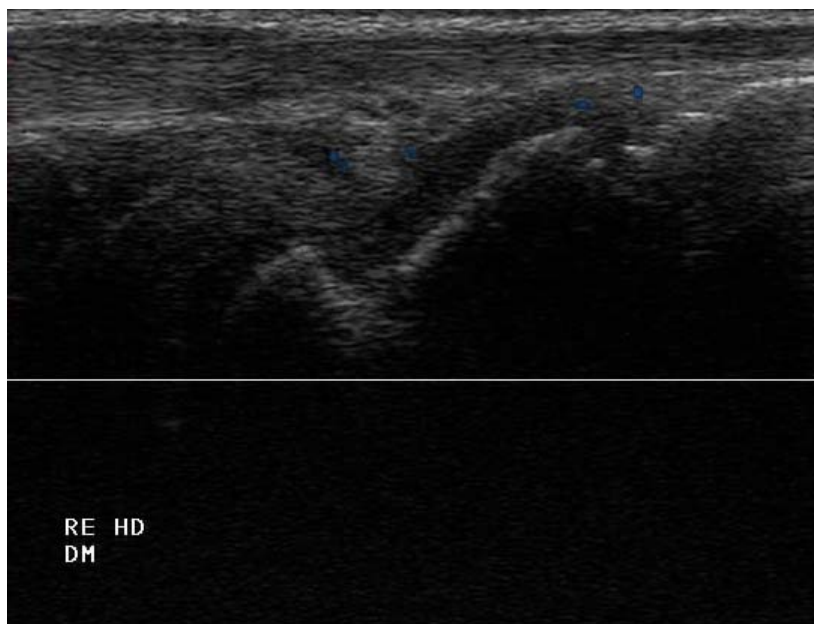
PD-US vom Handgelenk im dorsomedianen Längsschnitt, Patient nach zwölf Monaten Therapie: Power Doppler Grad 1
